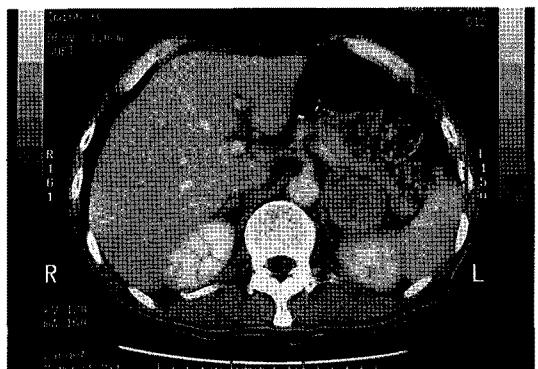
A CT scan showing a heterogeneous metastatic lesion on the left adrenal gland.
